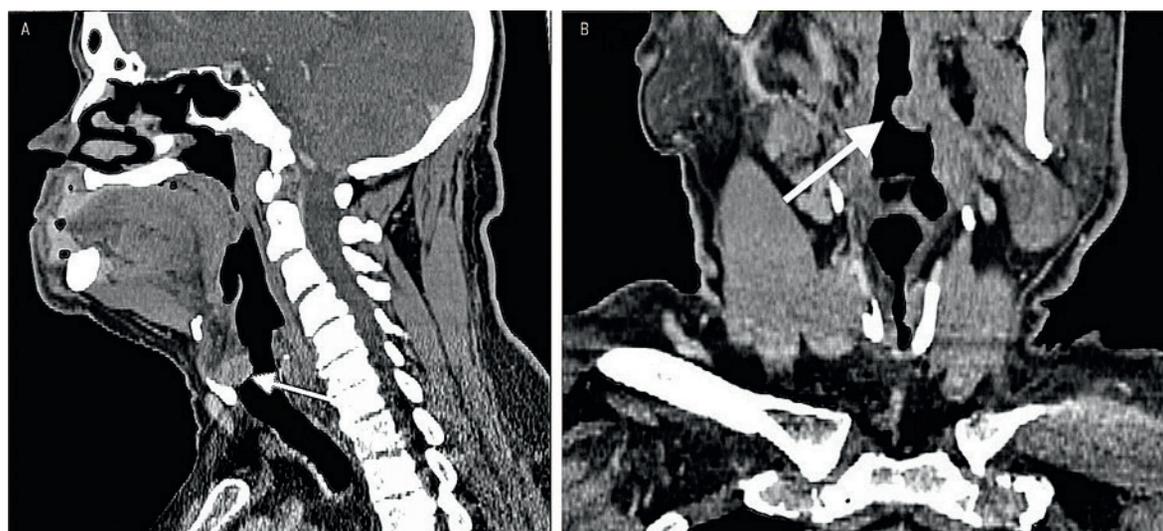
Компьютерная томография гортани
